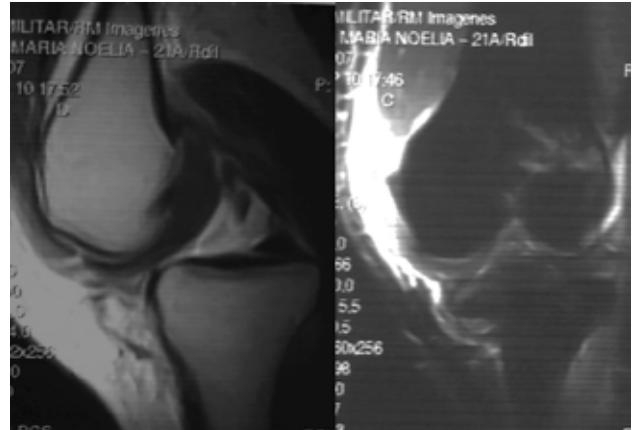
Resonancia Magnética. Obsérvese el tejido interpuesto detrás del condilo interno.
